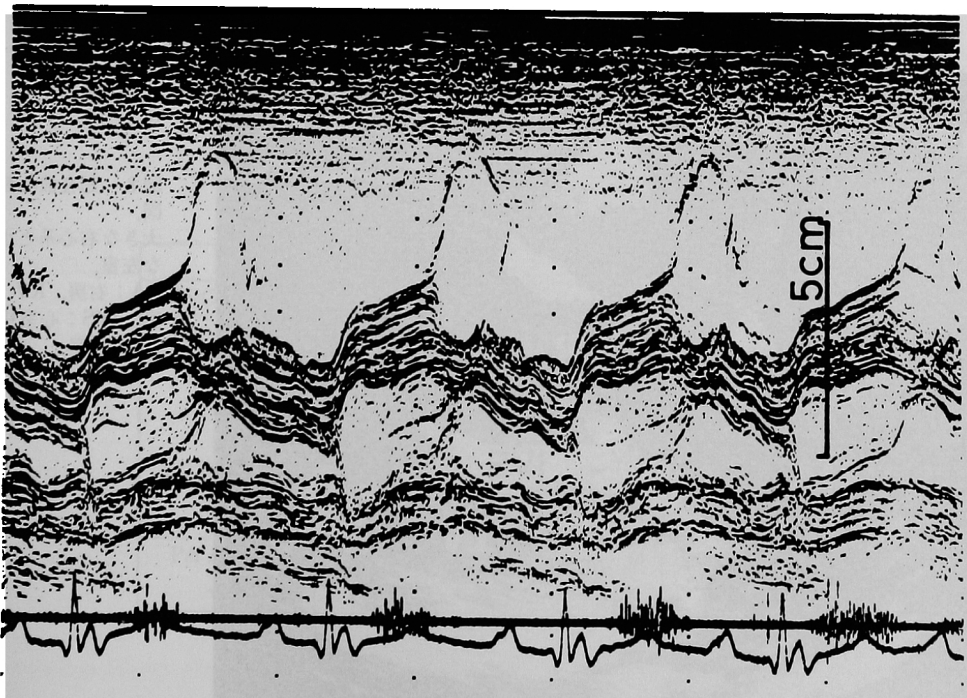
三尖弁と僧帽弁が同時に記録された心エコー図。三尖弁の振幅は僧帽弁のそれに比して大きい。
